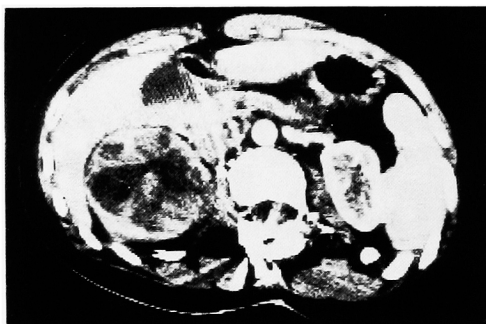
CT scan (enhanced) showing the right renal mass. Note the inhomogeneous texture of the tumor as a result of necrosis and hemorrhage.
